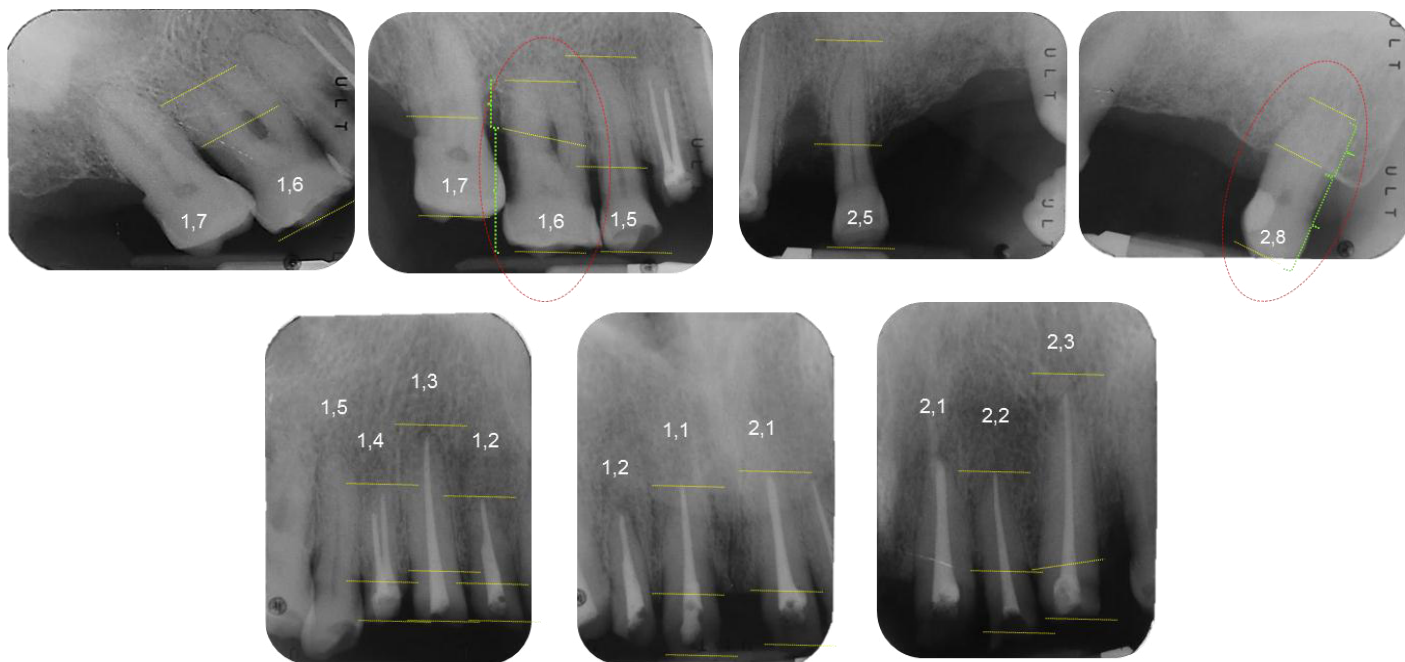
Radiografía Seriada
